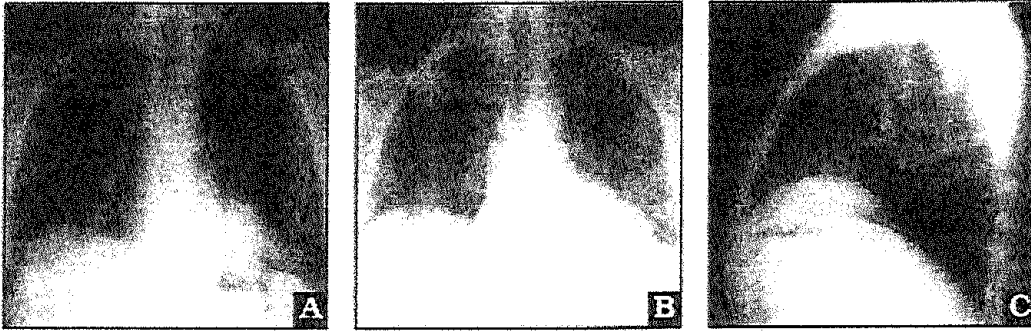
radiographies de thorax montrant une paralysie phrénique droite.
